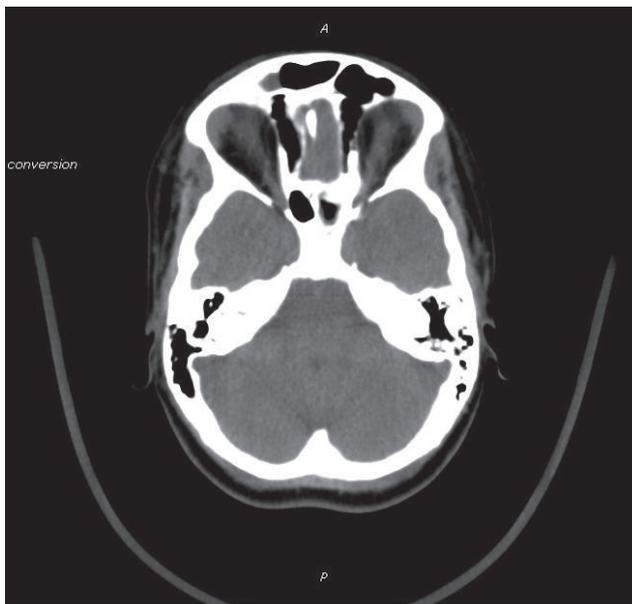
Tomografia computadorizada de crânio, corte axial, janelamento para parênquima cerebral, mostrando material com densidade de partes moles opacificando o seio frontal direito.
